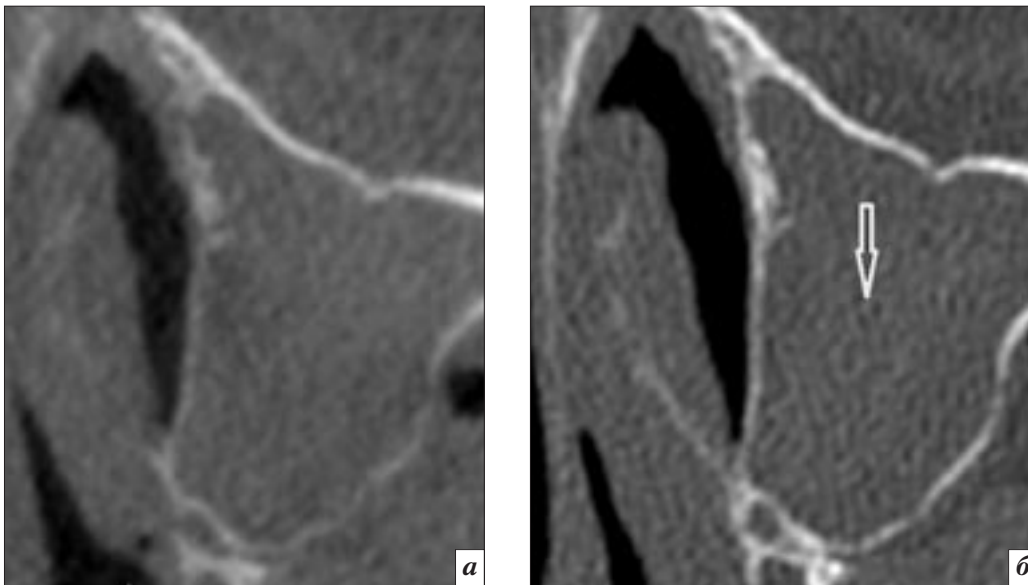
Компьютерные томограммы, MPR в аксиальной плоскости: *а* – КЛКТ; *б* – МСКТ. Гемосинус (стрелка) при КЛКТ убедительно не диагностируется.
